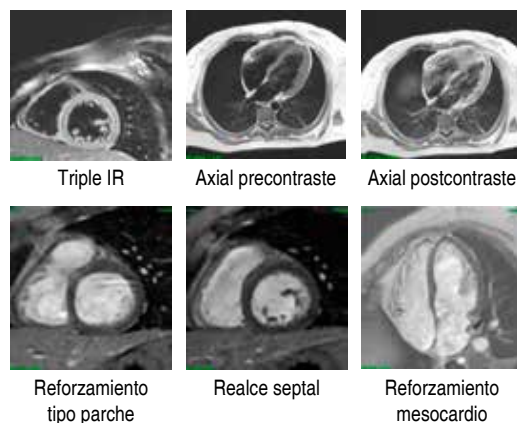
Resonancia magnética cardiaca.
